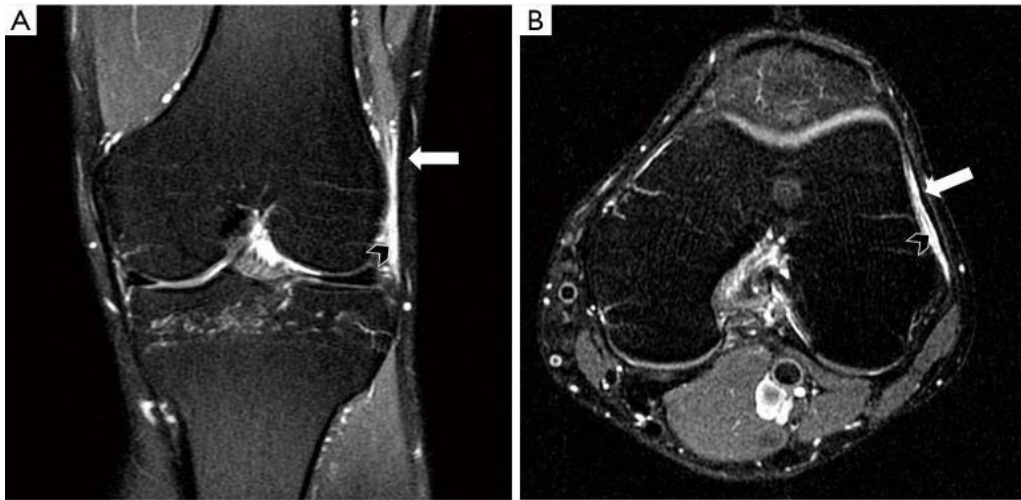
Hallazgos por resonancia magnética en pacientes con SBIT. Jia Li et al 2021
